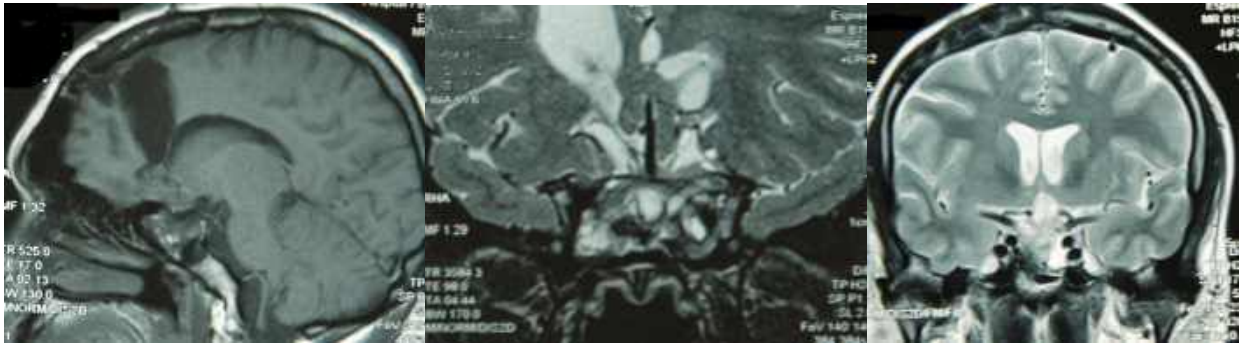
Спостереження №31. Хворий В-ес, (історія хвороби №2719/2). Контрольна МРТ після проведеного лікування.
